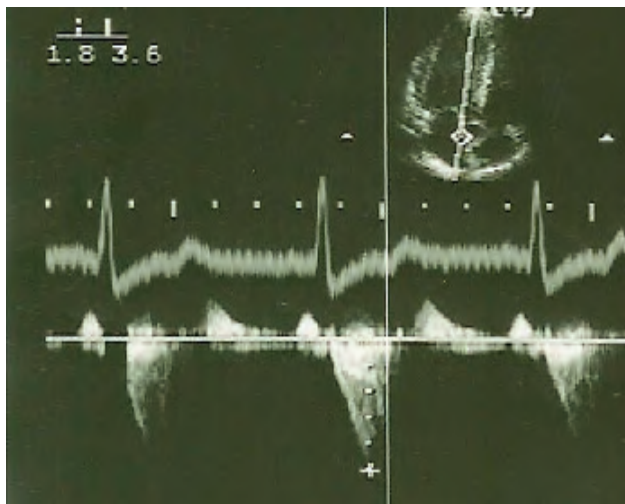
Doppler continuo en un paciente con Miocardiopatía Hipertrófica obstructiva que muestra el pico máximo de velocidad al final de la sístole.
